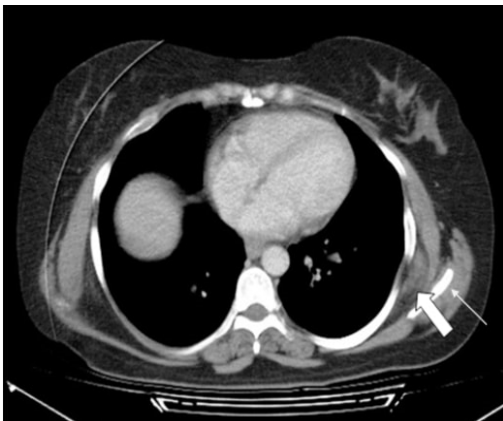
Bilateral elastofibroma dorsi in a 79 year old female patient. CT shows poorly defined mass (thick arrow) being isodense with the adjacent skeletal muscle and containing linear hypodense regions (thin arrow) of fat.
